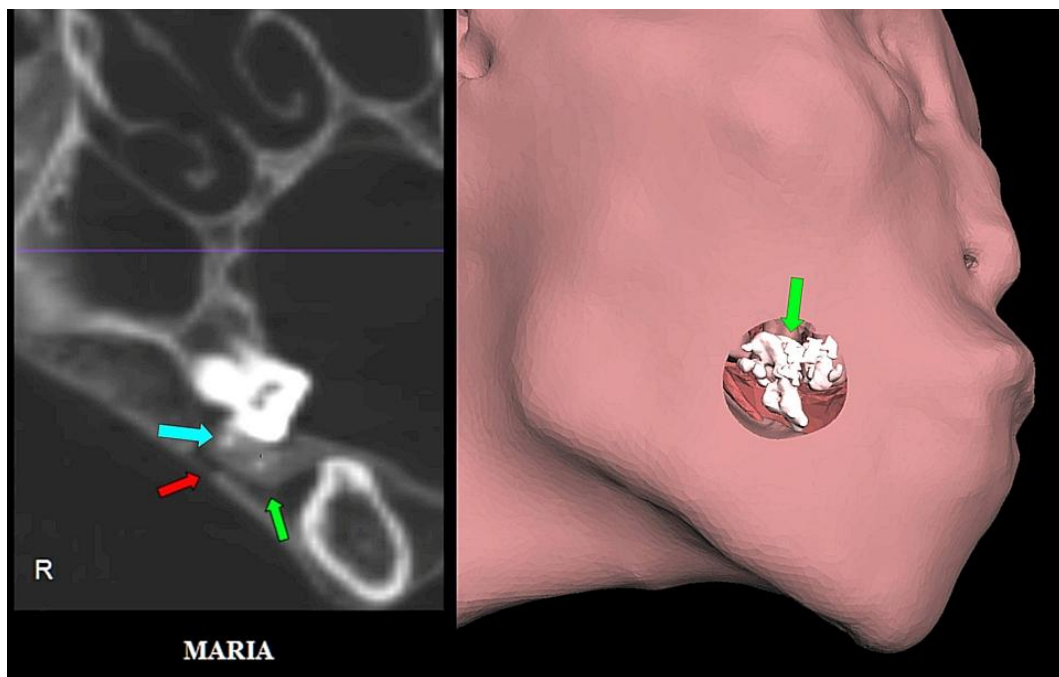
Corte coronal de TC 2D (izquierda) y TC 3D del lado derecho de la cara (derecha) con ventana digital creada que expone contenido mineral irregular (flecha verde) conteniendo múltiples calcificaciones diminutas focales (flecha azul) en la profundidad de la pared bucal derecha, adyacente a los primeros y segundos molares superiores derechos. Se pudo identificar un pequeño agujero de punción en la piel (flecha roja) suprayacente a la lesión en el corte 2D.
